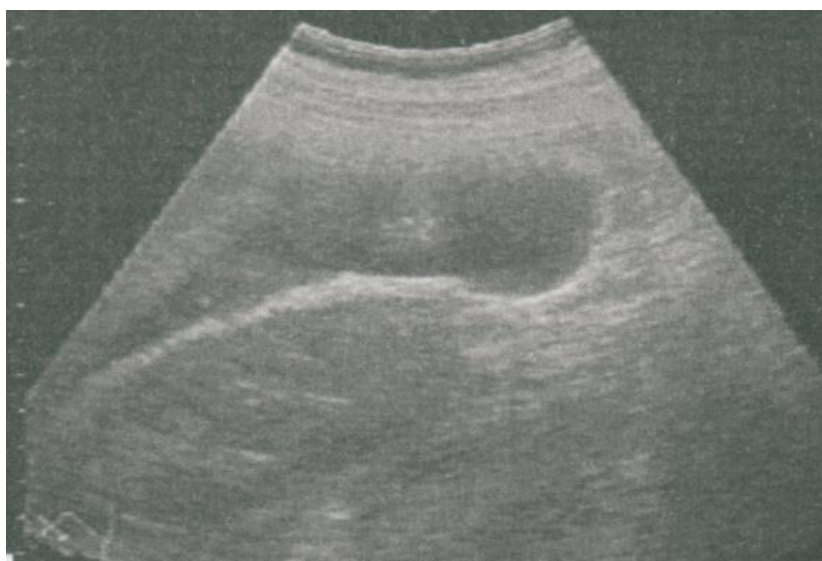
УЗИ. Гемоперитонеум
